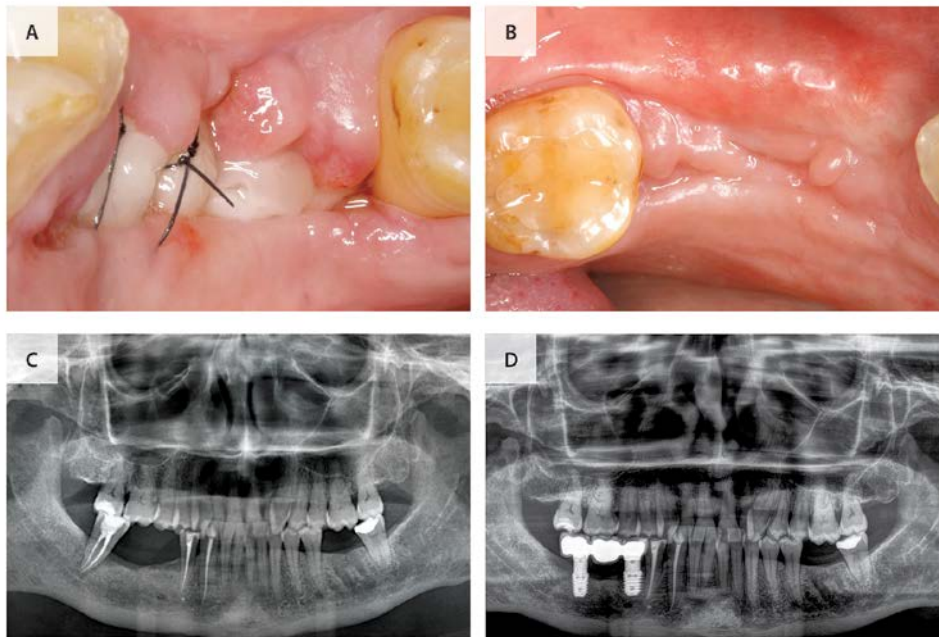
La aplicación del PRGF-Endoret (a) ha estimulado el cierre de la úlcera oral en tan solo dos semanas (b), eliminando las complicaciones del dolor y la halitosis que sufría la paciente. La paciente recuperó completamente la función nerviosa a los seis meses. La regeneración completa del hueso alveolar (c) e imagen de radiografía panorámica (d) mostrando la estabilidad del tratamiento implantológico a los siete años después del tratamiento de la lesión de MRONJ.
